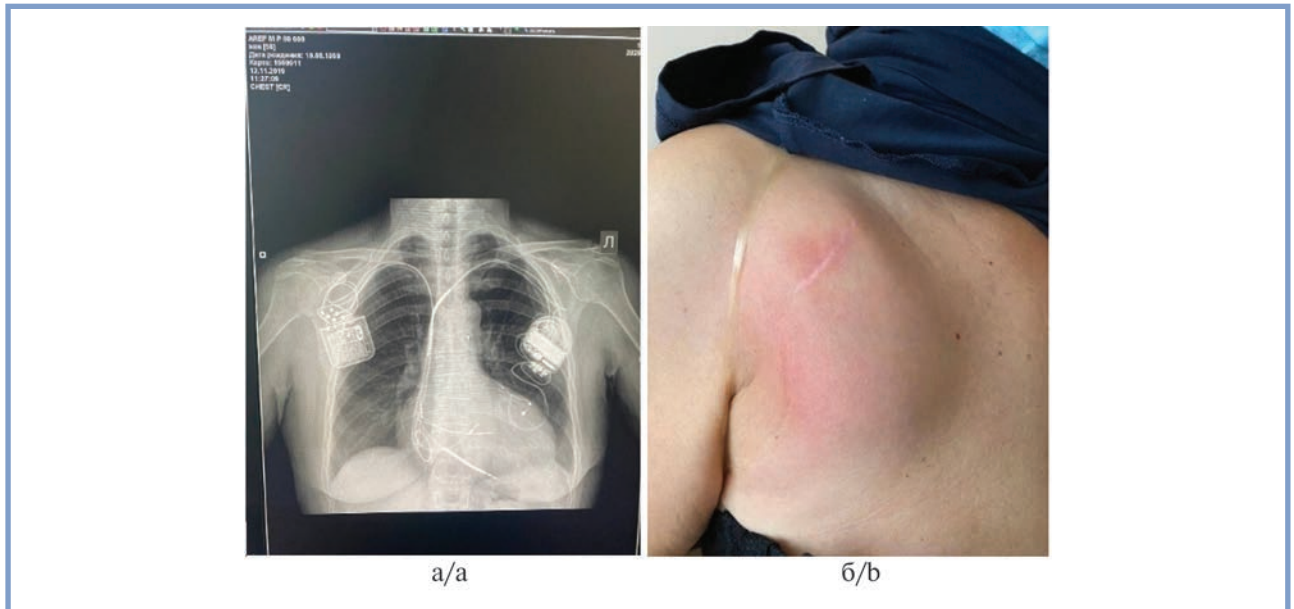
Пациентка А. а — рентгенограмма ОГК после имплантации МСС-устройства б — визуальные признаки воспаления в проекции ложа МСС-устройства.
